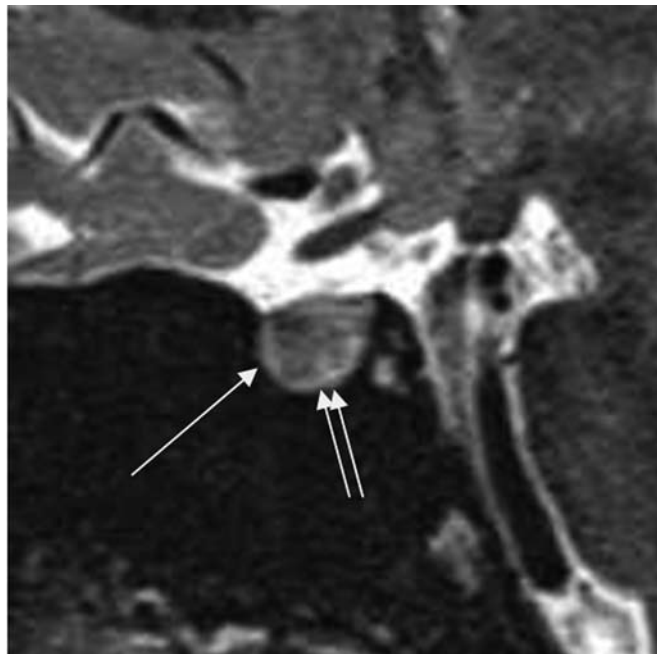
МРТ головного мозга здорового добровольца, Т2-режим, сагиттальная проекция: расширенный ПМС и НМС (указано одинарной и двойной стрелками соответственно).
